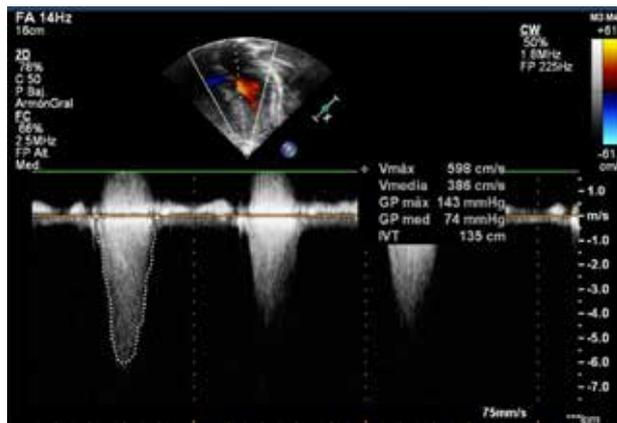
Doppler continuo donde se valora a nivel del TSVI el gradiente intraventricular de hasta 143 mmHg.
